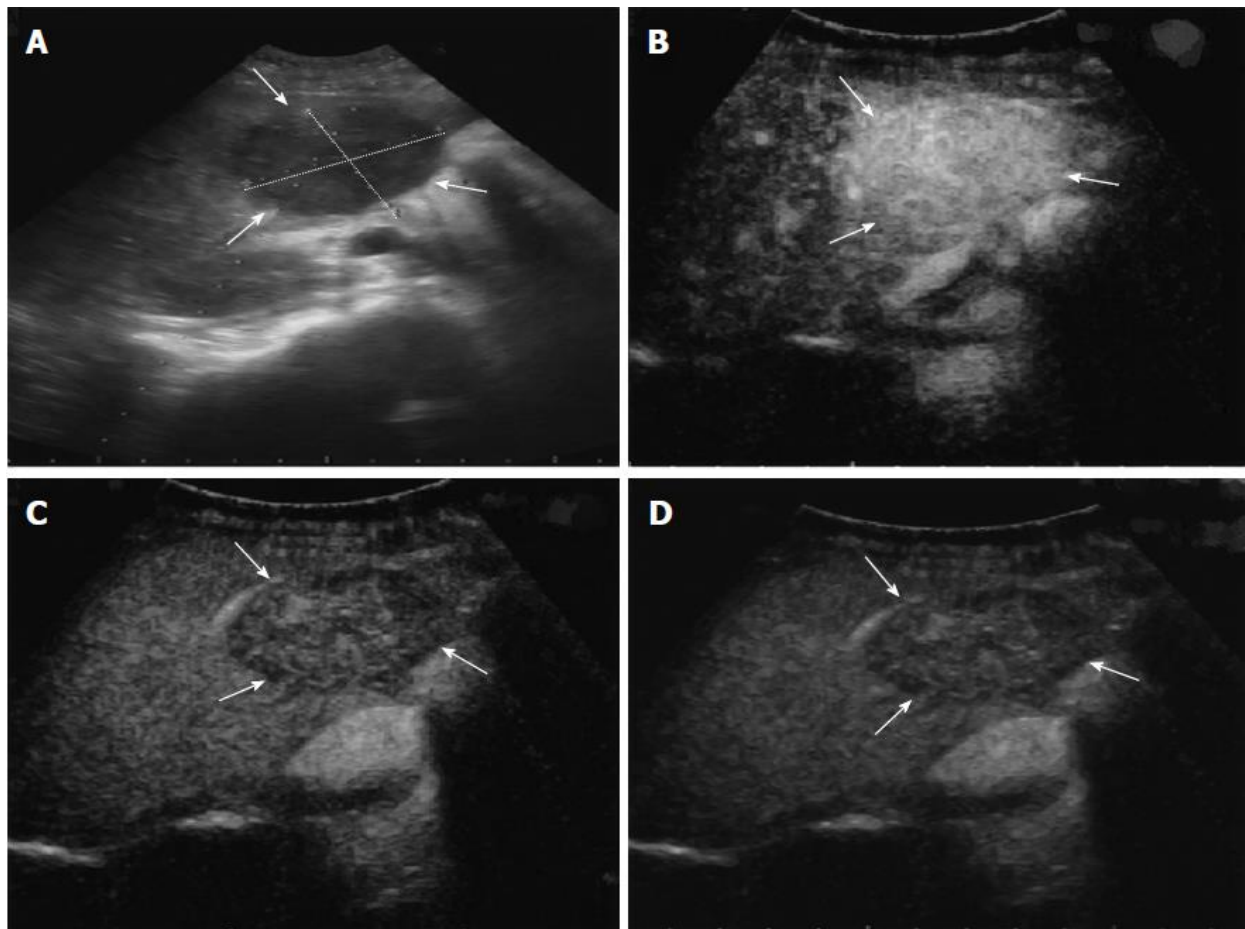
Échographie hépatique : TMI du foie. A: masse hypo-échogène mesurant 3,8 cm x 4,6 cm au niveau du lobe antérieur droit du foie, contours précis (flèches). B: les images de la phase artérielle montrent une masse hépatique hyper-échogène. C: les images de la phase veineuse portale objectivent une échogénicité moindre avec phénomène du wash-out. D: image de la phase parenchymale : fin du phénomène du wash-out ^[36].
